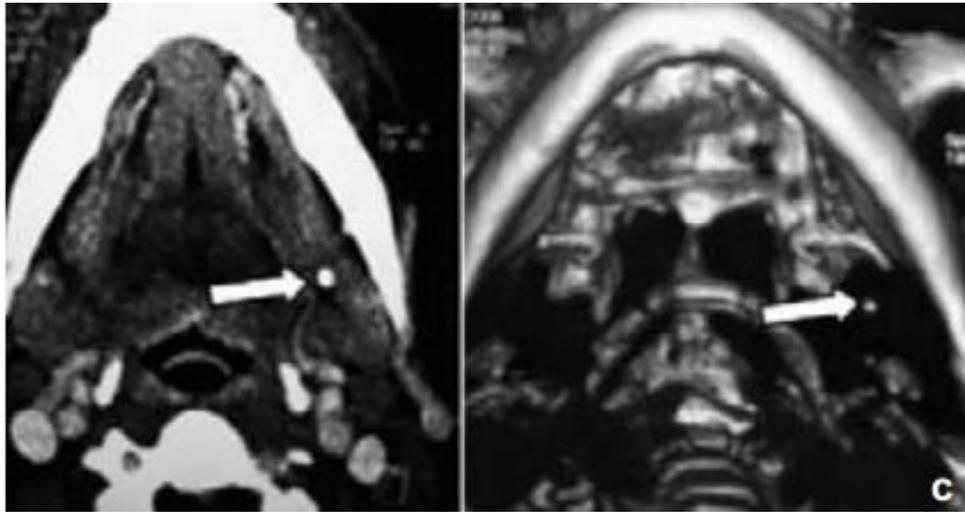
Tomografía axial computarizada y con reconstrucción de región submandibular: en ambas se observa un área hiperdensa de forma circular con bordes definidos, su diagnóstico fue de sialolito en conducto submandibular (Wharton).
